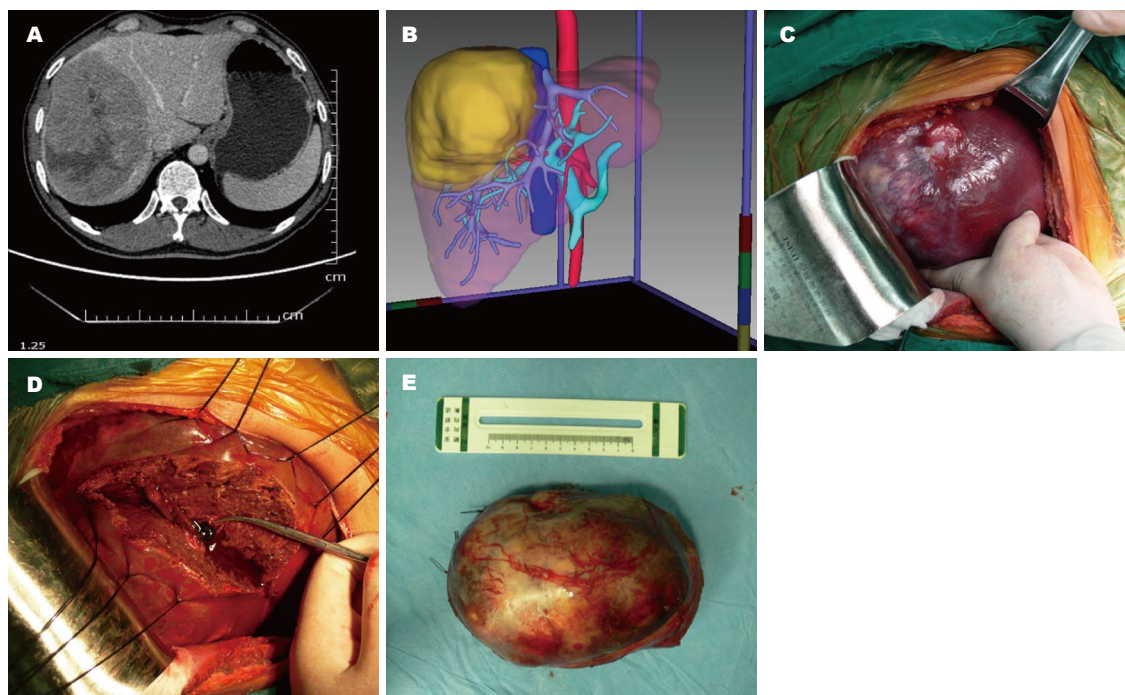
右肝巨块型肿瘤精准切除影像资料。A: 术前CT检查; B: 三维重建显示病灶体积以及病灶与肝静脉、门静脉之间的关系; C: 术中病灶位置; D: 术中切除肿瘤后创面; E: 术中实际切除标本。
